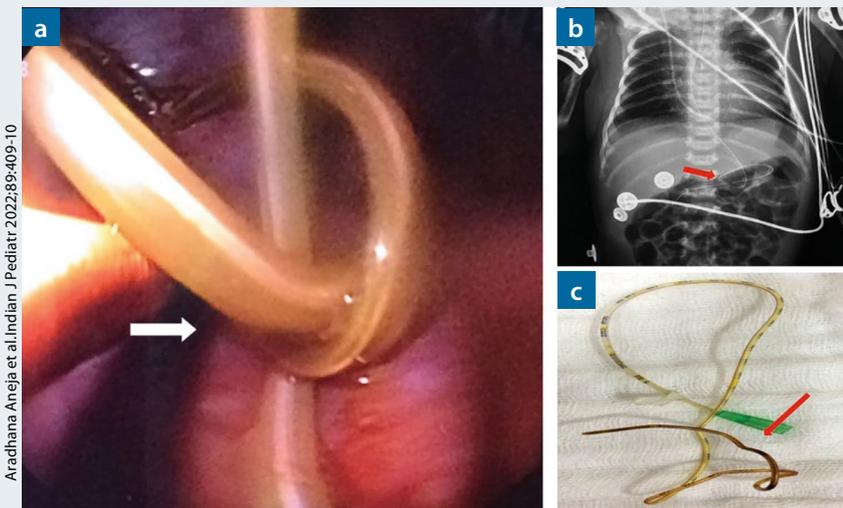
a) Endoskopie: Fixierte Schlinge mit dem Knoten bei der nasogastralen Sonde. b) Röntgenbild des Abdomens mit überlanger Sonde, die einen Knoten im Magen bildet. c) Die teilweise steife Sonde nach der Entfernung.
